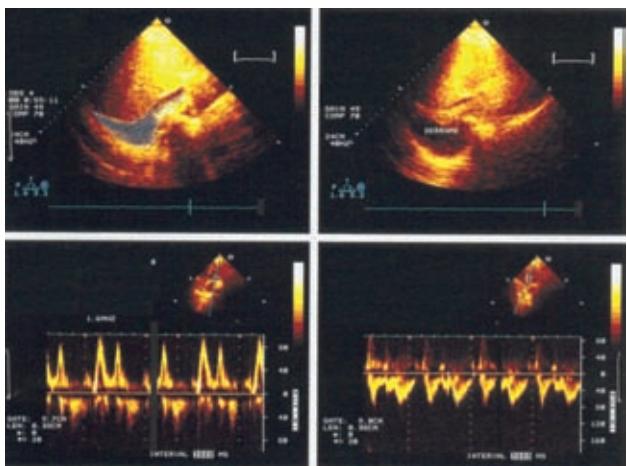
Ecocardiograma bidimensional con Doppler pulsado, eje largo, que muestra una imagen compatible con derrame pericárdico (área sombreada). Función ventricular normal y sin datos de "taponamiento".
